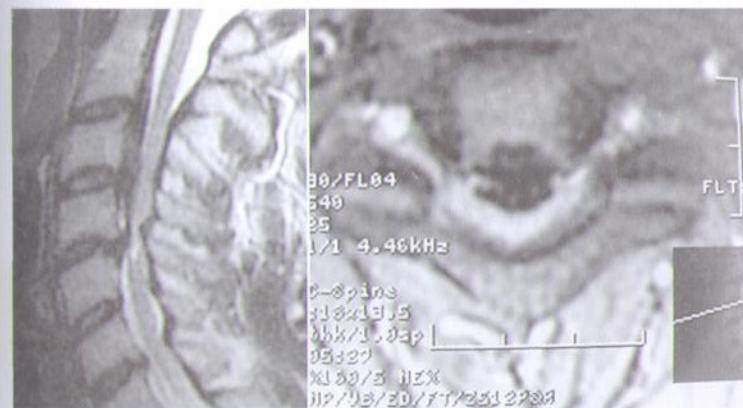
МРТ больного с протяженным дегенеративным стенозом позвоночного канала на уровне C2–C5-позвонков, связанным с оссификацией задней продольной связки и компрессией спинного мозга. Клиника нарастающей цервикальной миелопатии с развитием спастического тетрапареза и нарушением функции тазовых органов.
